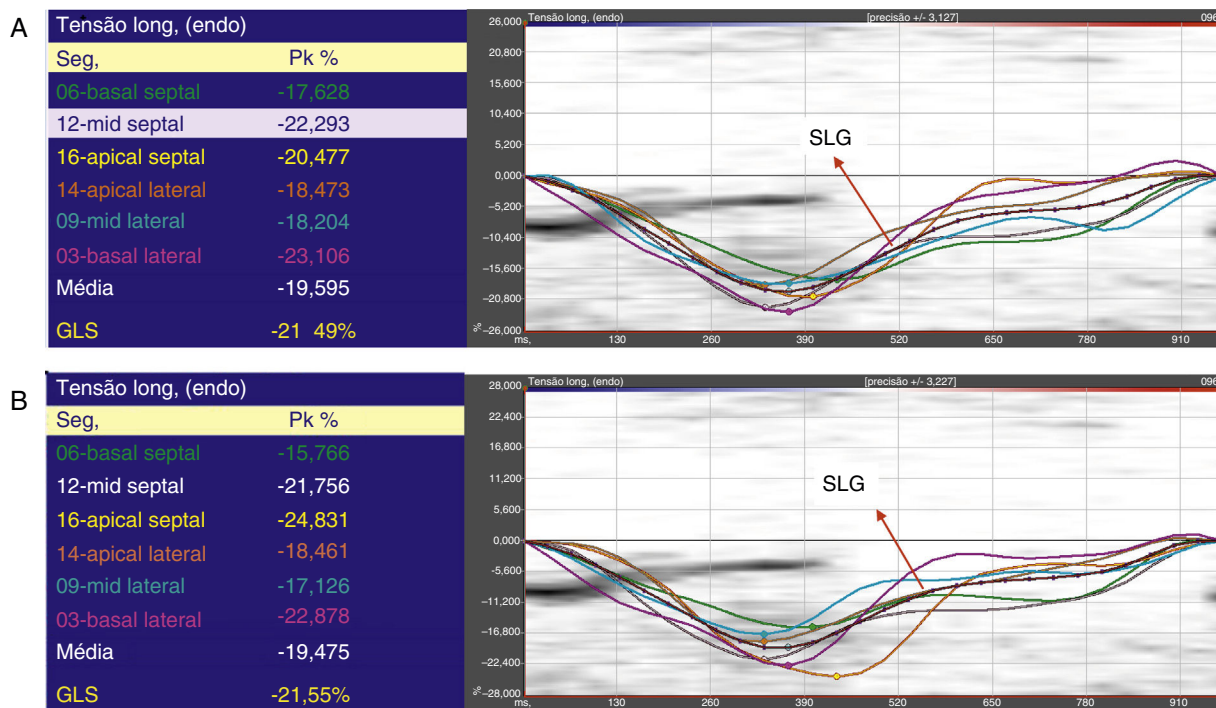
Ejemplos de medidas de *strain* obtenidos para la vista apical 4 cámaras: (A) Evaluador 1. (B) Evaluador 2. Las líneas coloreadas representan las curvas de *strain* para cada uno de los seis segmentos regionales del ventrículo izquierdo; la línea punteada representa el *strain* longitudinal global (SLG) del ventrículo izquierdo.
